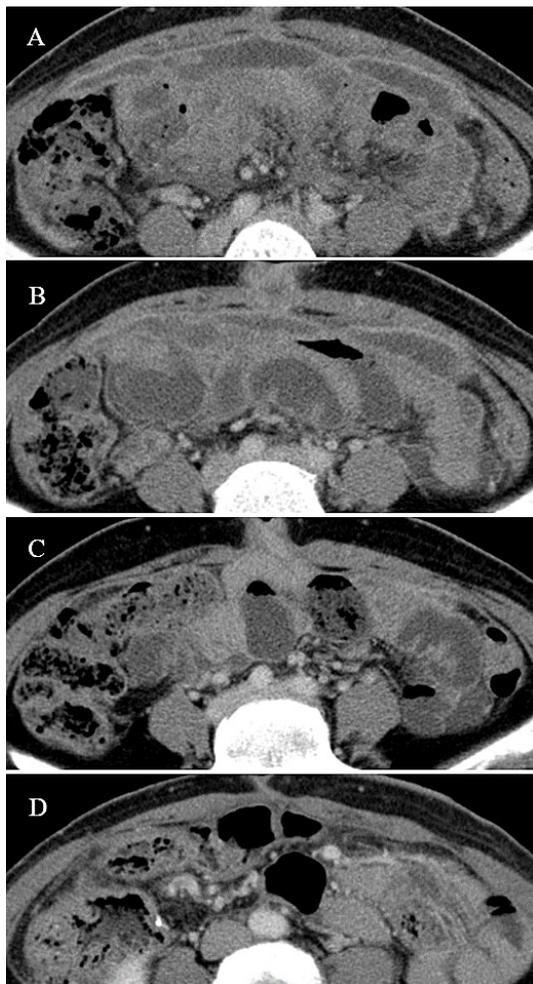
Enhanced abdominal CT immediately after treatment (A), worsening (B) (2 months after start of treatment), improvement (C) (5 months after start of treatment), follow-up (D) (23 months after start of treatment).
